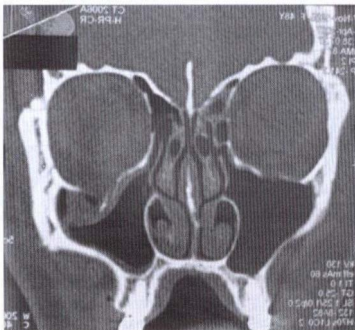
КТ в коронарной проекции пациента М. дна орбиты справа
